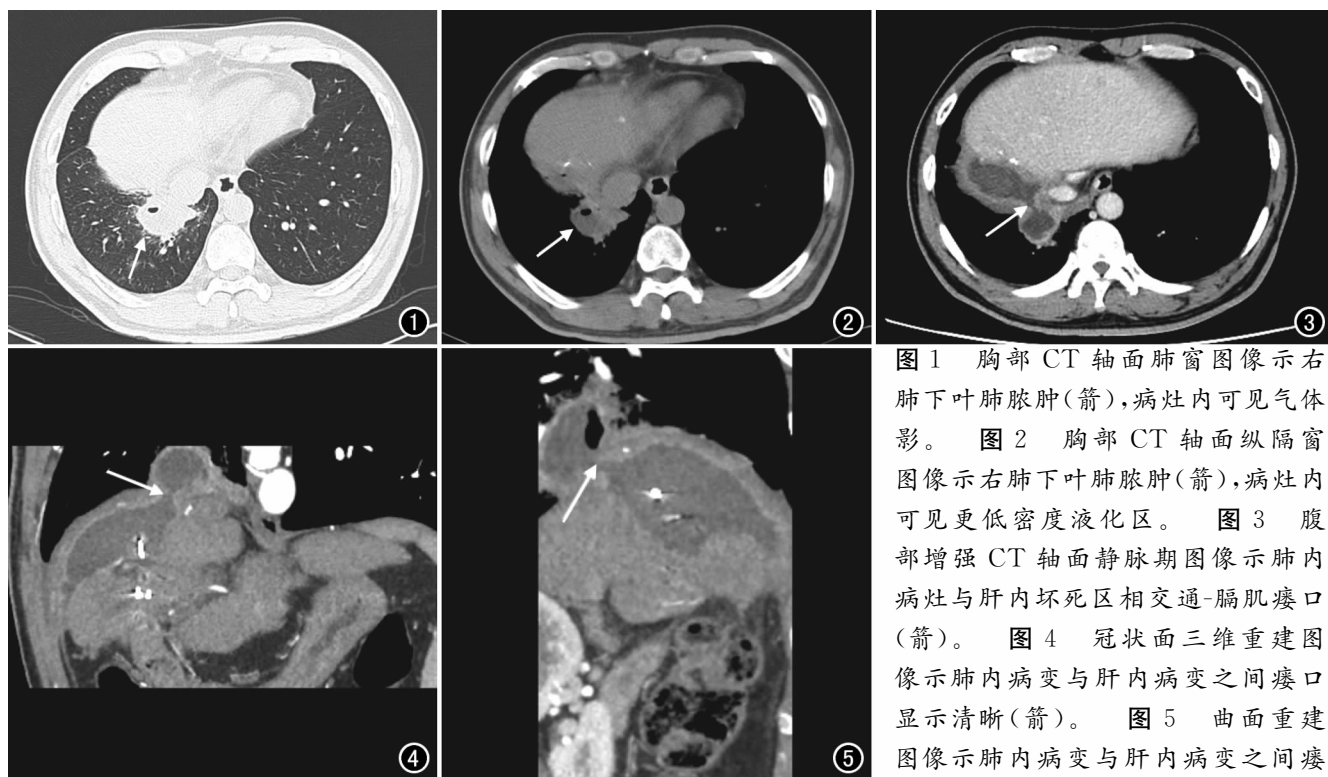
胸部 CT 轴面肺窗图像示右肺下叶肺脓肿(箭),病灶内可见气体影。图 2 胸部 CT 轴面纵隔窗图像示右肺下叶肺脓肿(箭),病灶内可见更低密度液化区。图 3 腹部增强 CT 轴面静脉期图像示肺内病灶与肝内坏死区相交通-膈肌瘘口(箭)。图 4 冠状面三维重建图像示肺内病变与肝内病变之间瘘口显示清晰(箭)。图 5 曲面重建图像示肺内病变与肝内病变之间瘘口显示清晰(箭)。
